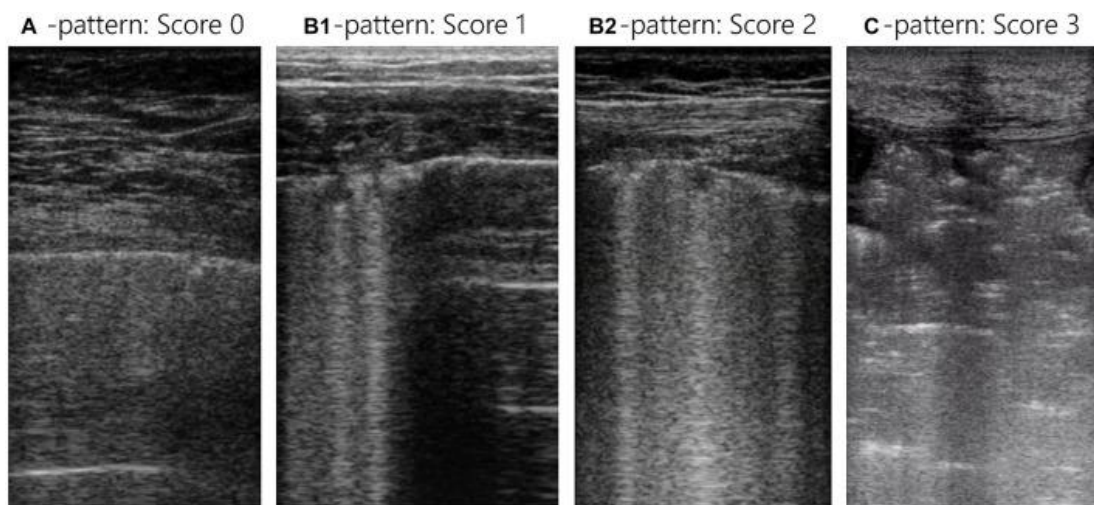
LUS Fonte: Pierrakos C, Smit MR, Pisani L, Paulus F, Schultz MJ, Constantin JM, et al. Lung Ultrasound Assessment of Focal and Non-focal Lung Morphology in Patients with Acute Respiratory Distress Syndrome. *Front Physiol* [Internet]. 2021 Sep 14. Available from: <https://pubmed.ncbi.nlm.nih.gov/34594240/>
